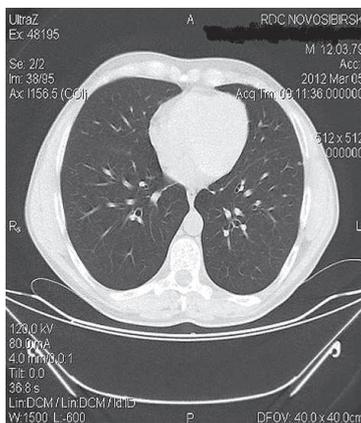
Спиральное КТ-сканирование ОГК того же больного в динамике 10-месячной противогрибковой терапии (амфолип и итраконазол)
